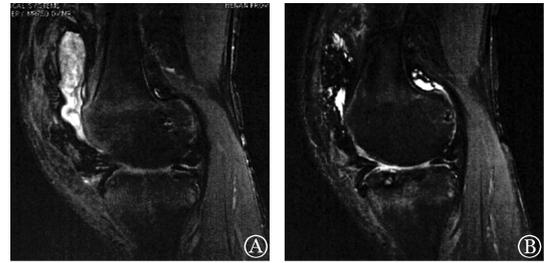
膝关节血友病性关节炎患者³²P-胶体滑膜切除术治疗前(A)后(B)MRI检查结果
